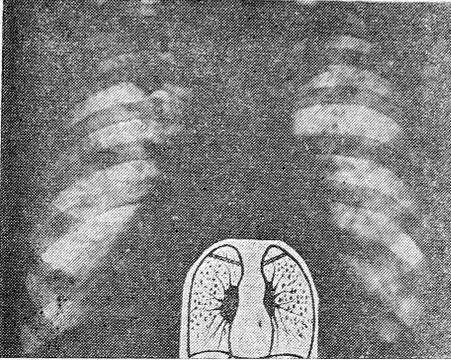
Рентгенограмма больного X, 52 лет.
